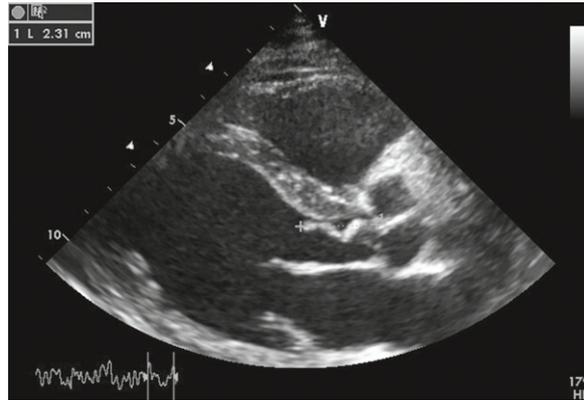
Végétation valvulaire aortique en ETT, incidence « grand axe » parasternale gauche. La végétation est longue de 23 mm ; elle est attenante à la face ventriculaire des sigmoïdes aortiques.
